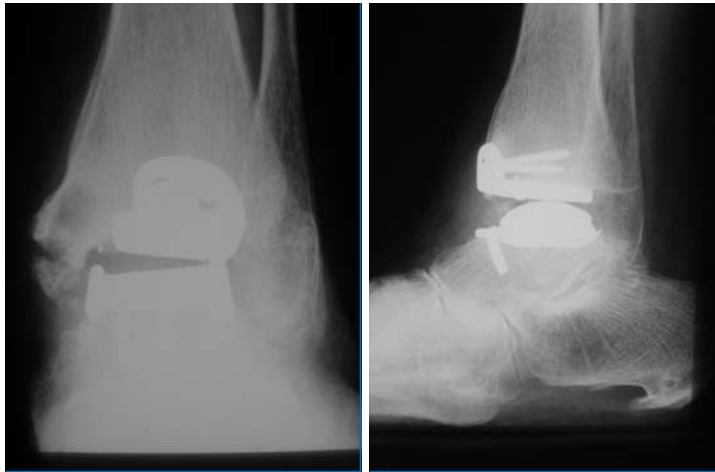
Präoperative Röntgenbilder Inlaysubluxation nach medial, Valgusfehlstellung des Rückfußes mit PE-Abrieb-bedingter Osteolyse des Innenknöchels (A; B).
